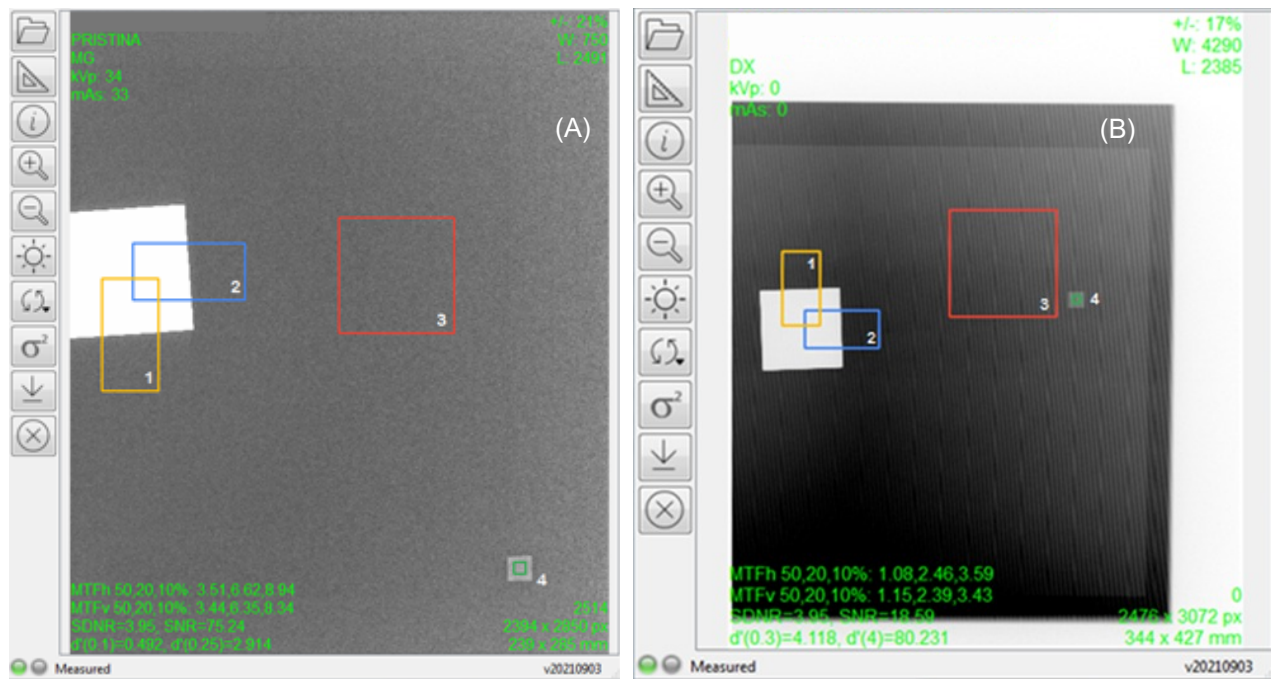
Tela de exibição do software ATIA, mostrando os resultados da análise automatizada de uma imagem obtida em um (A) mamógrafo e em um (B) equipamento de radiografia, ambos com sistema de imagem digital (DR).
